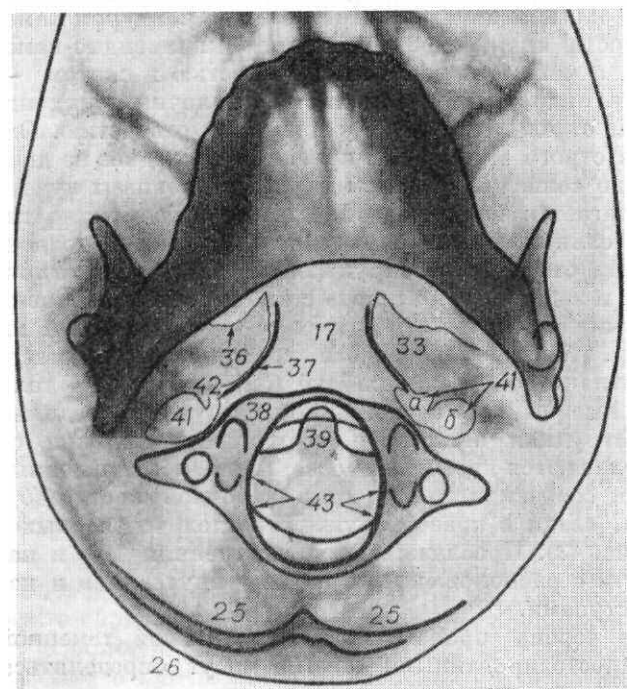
Рентгенограмма черепа в нестрогой аксиальной проекции (угол наклона 35°).
